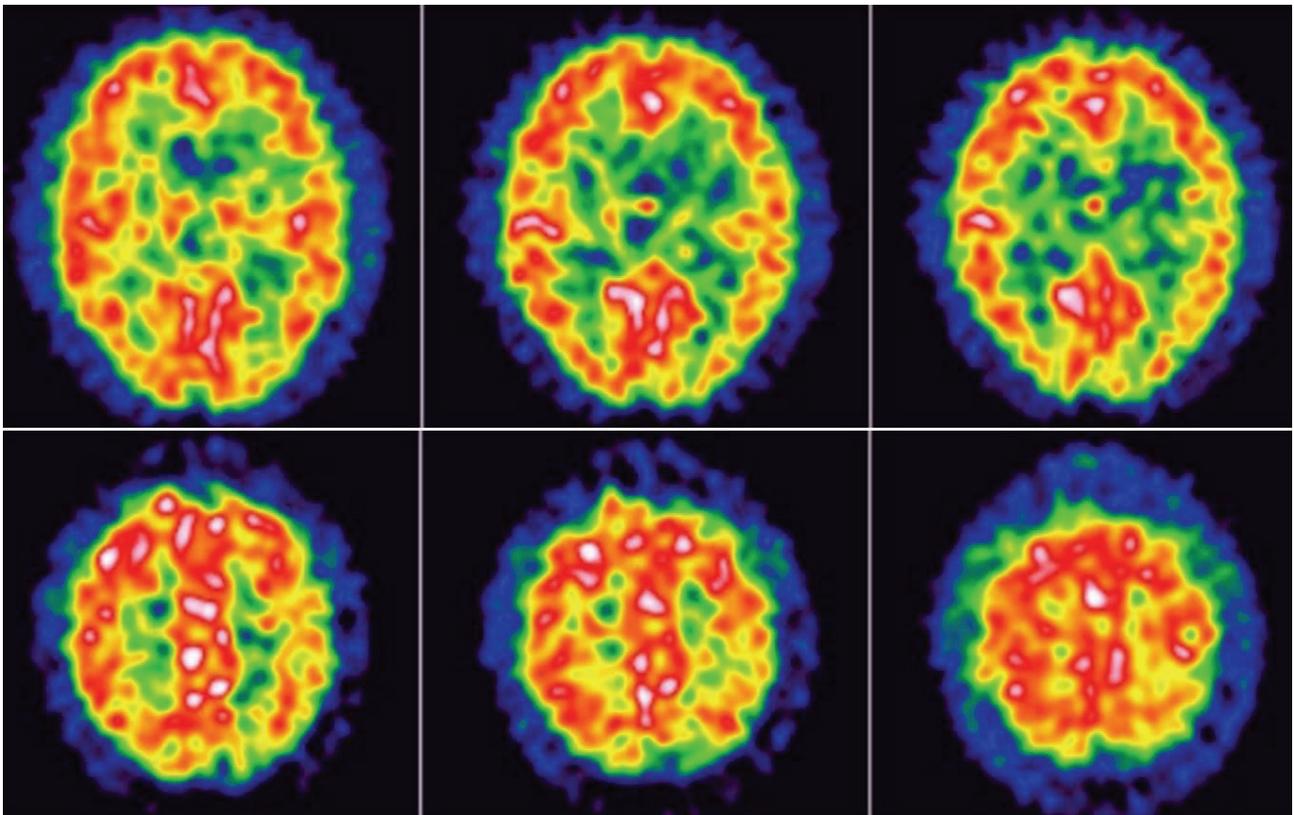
^{99m}Tc-HMPAO SPECT image on 4th day after symptom onset. The axial images reveal hypoperfusion in left temporo-parietal areas.
